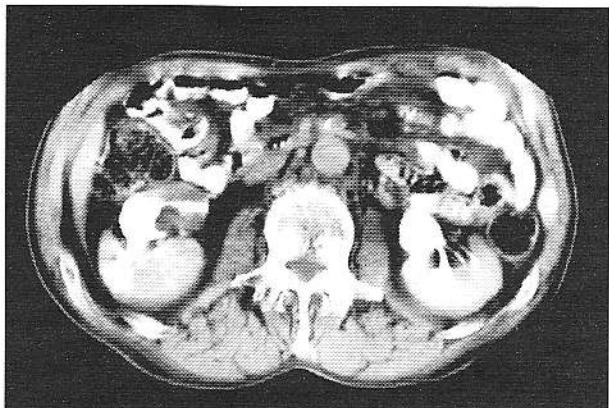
Examinare CT postcontrast în timpul tardiv la nivelul porțiunii mijlocii a rinichiului drept: dilatare discretă a bazinului renal drept și o masă solidă hipodensă în bazinul renal drept.
